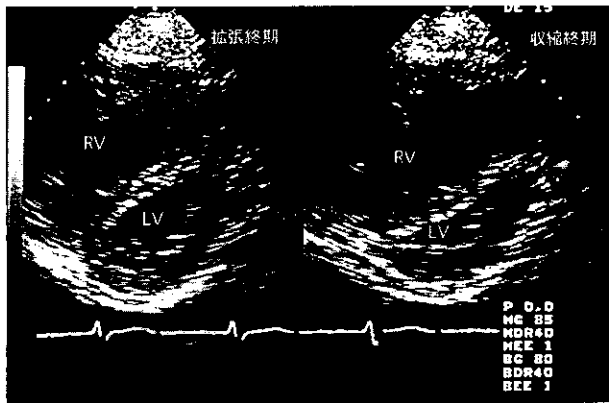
超音波断層心エコー図(左室短軸)。著名な右室(RV)の拡大による左室(LV)の圧排がみられる。
